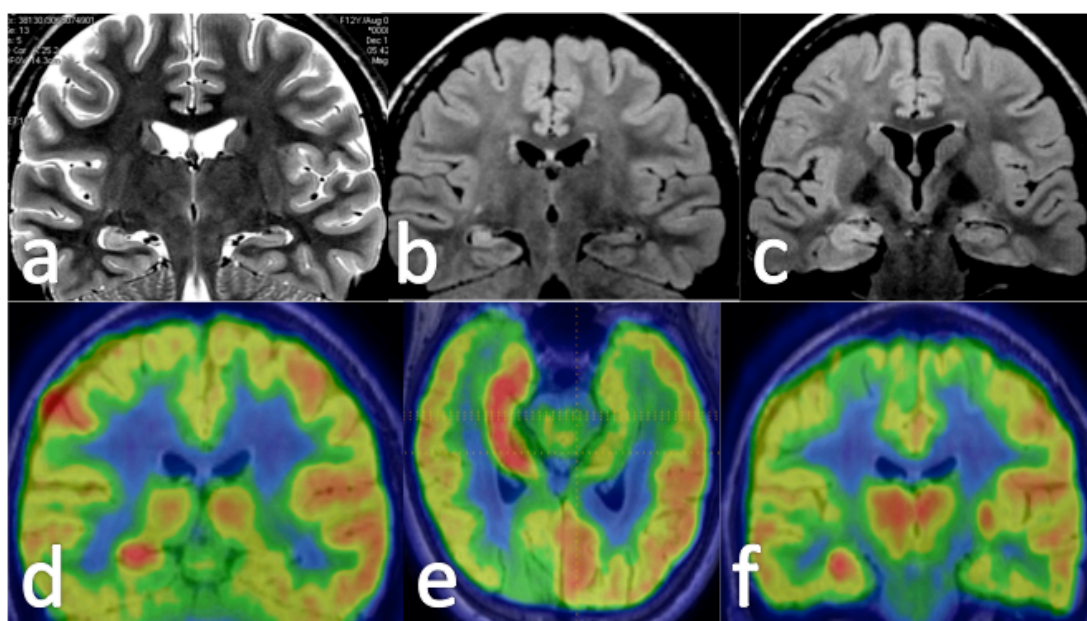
Ejemplo de PET ictal en paciente con enfermedad de Rasmussen. En los cortes coronales con secuencias T2 (a) y FLAIR (b y c) se observa discreta hiperintensidad en hipocampo derecho, probablemente en relación con edema postcrítico. La fusión PET-RM (d,e y f) muestra marcado aumento del metabolismo en hipocampo derecho, así como hipometabolismo hemisférico derecho, salvo una zona hipermetabólica focal frontal derecha, probablemente en relación con las crisis parciales continuas.
